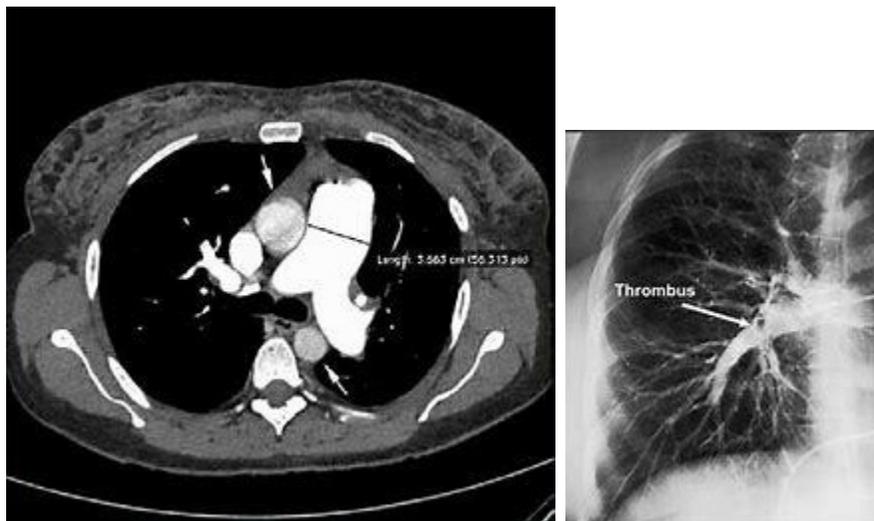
Imágenes correspondientes a angiotomografía de tórax con contraste donde se observa dilatación de la arteria pulmonar y el defecto del relleno de contraste en ambas arterias pulmonares. Se observa una imagen que se correlaciona con un trombo dentro de la arteria pulmonar.
